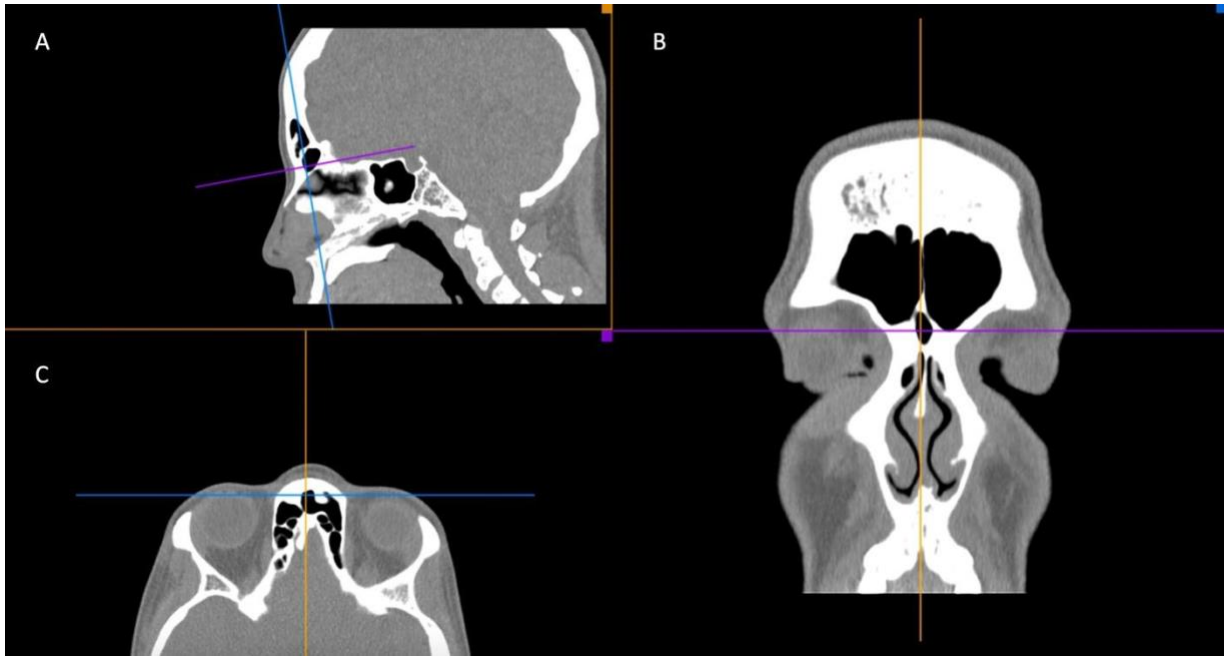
Tomografía computarizada con baja concordancia entre evaluadores en celdillas mediales.
